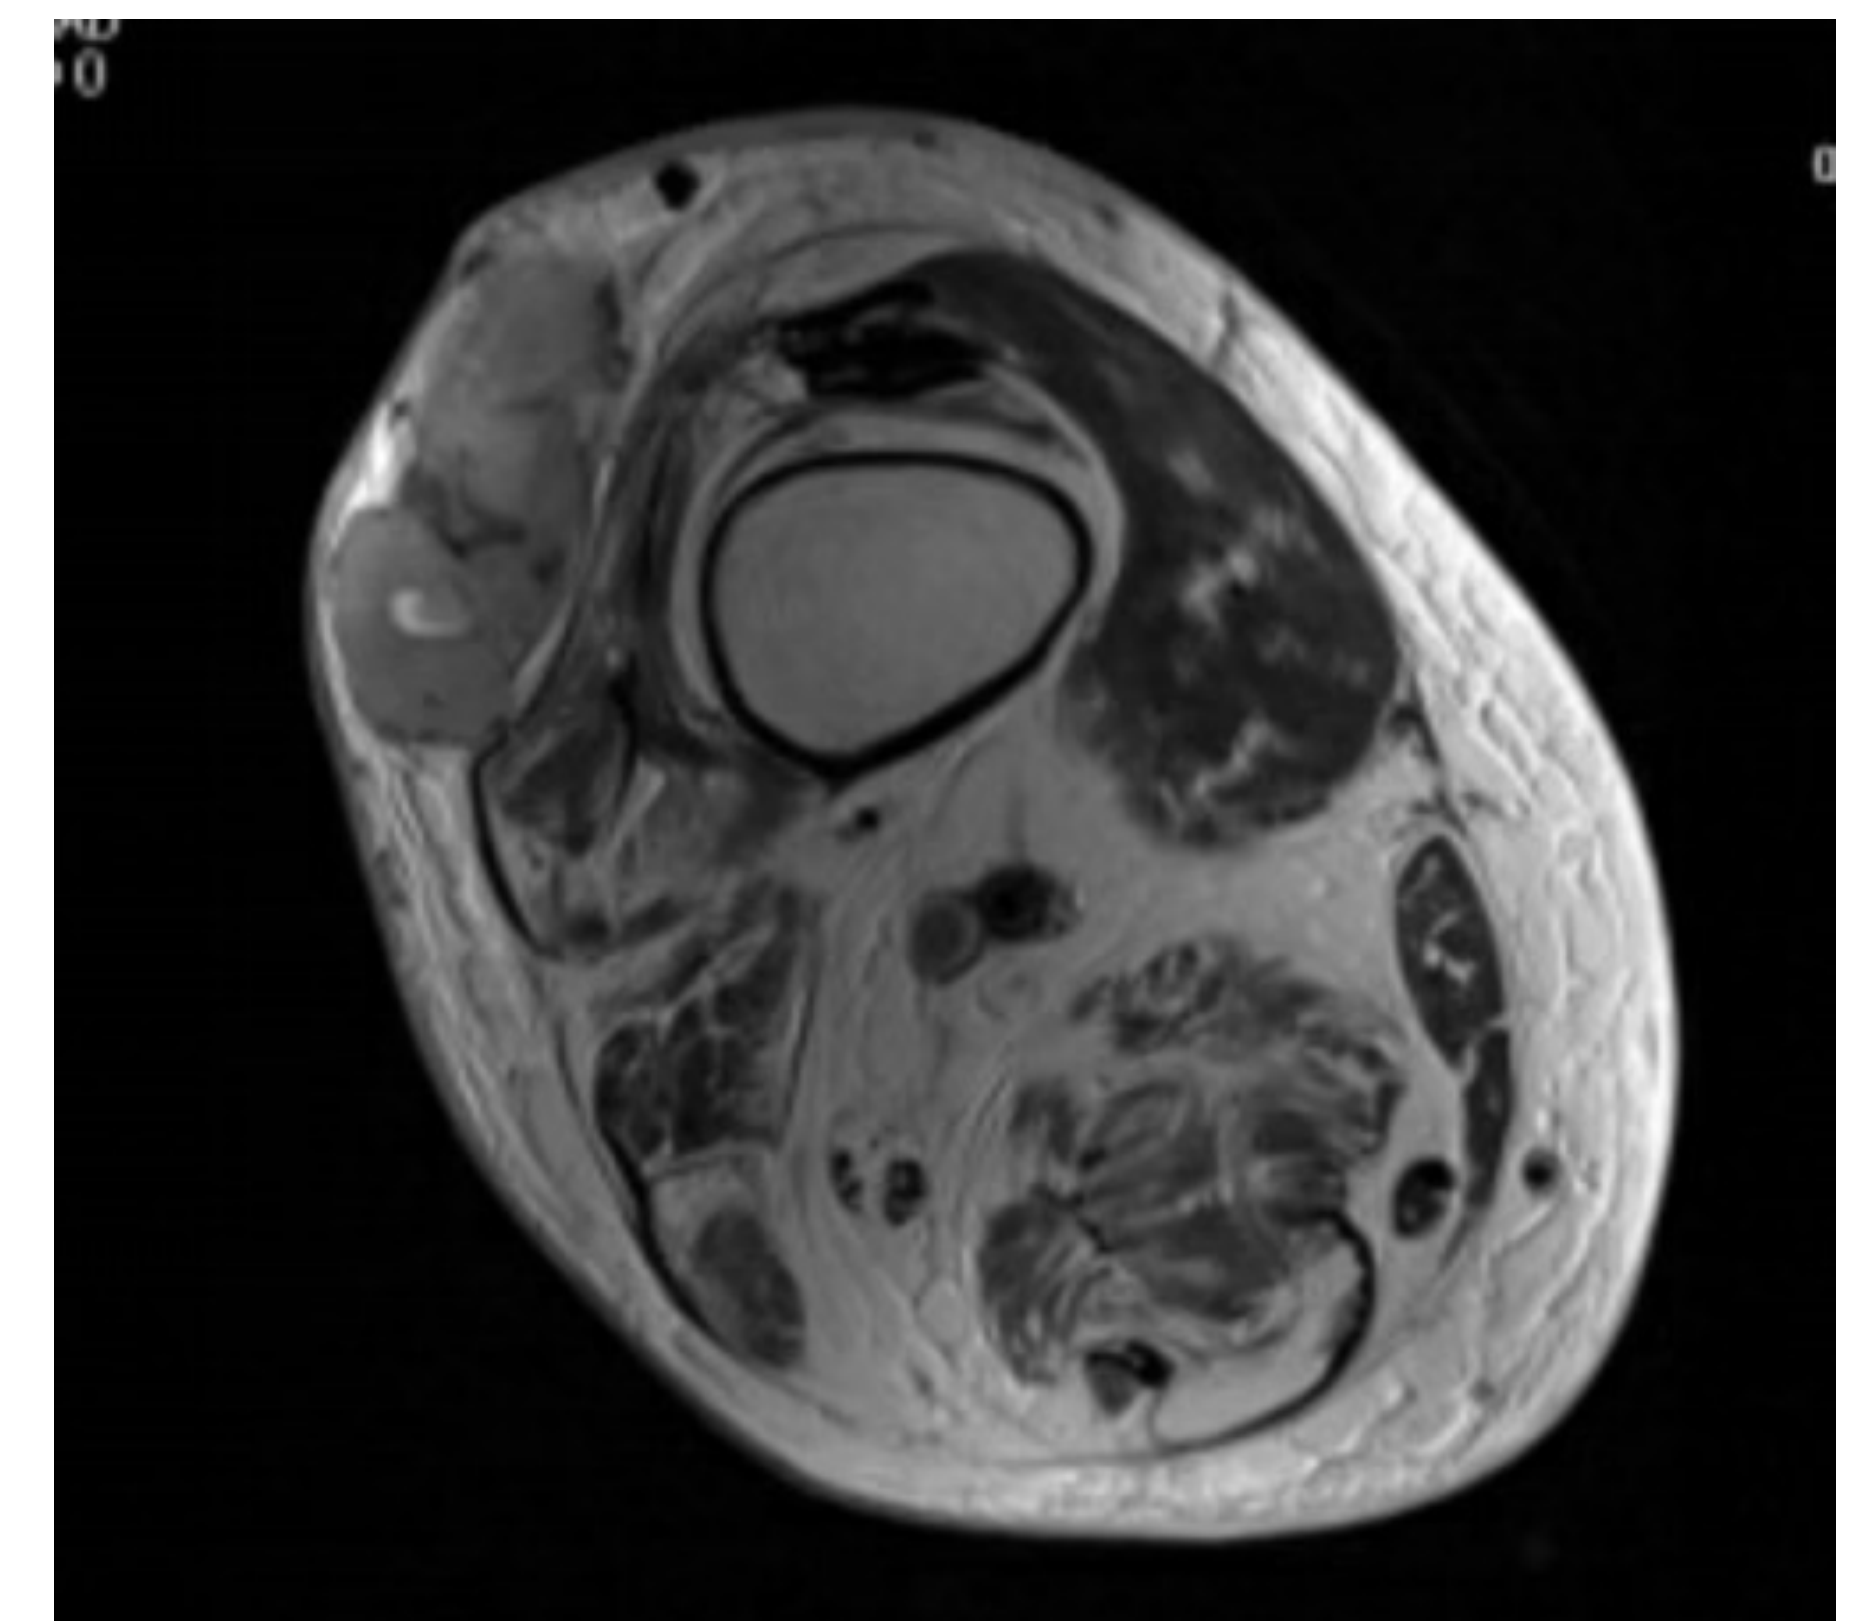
Corte axial de RMN de liposarcoma
